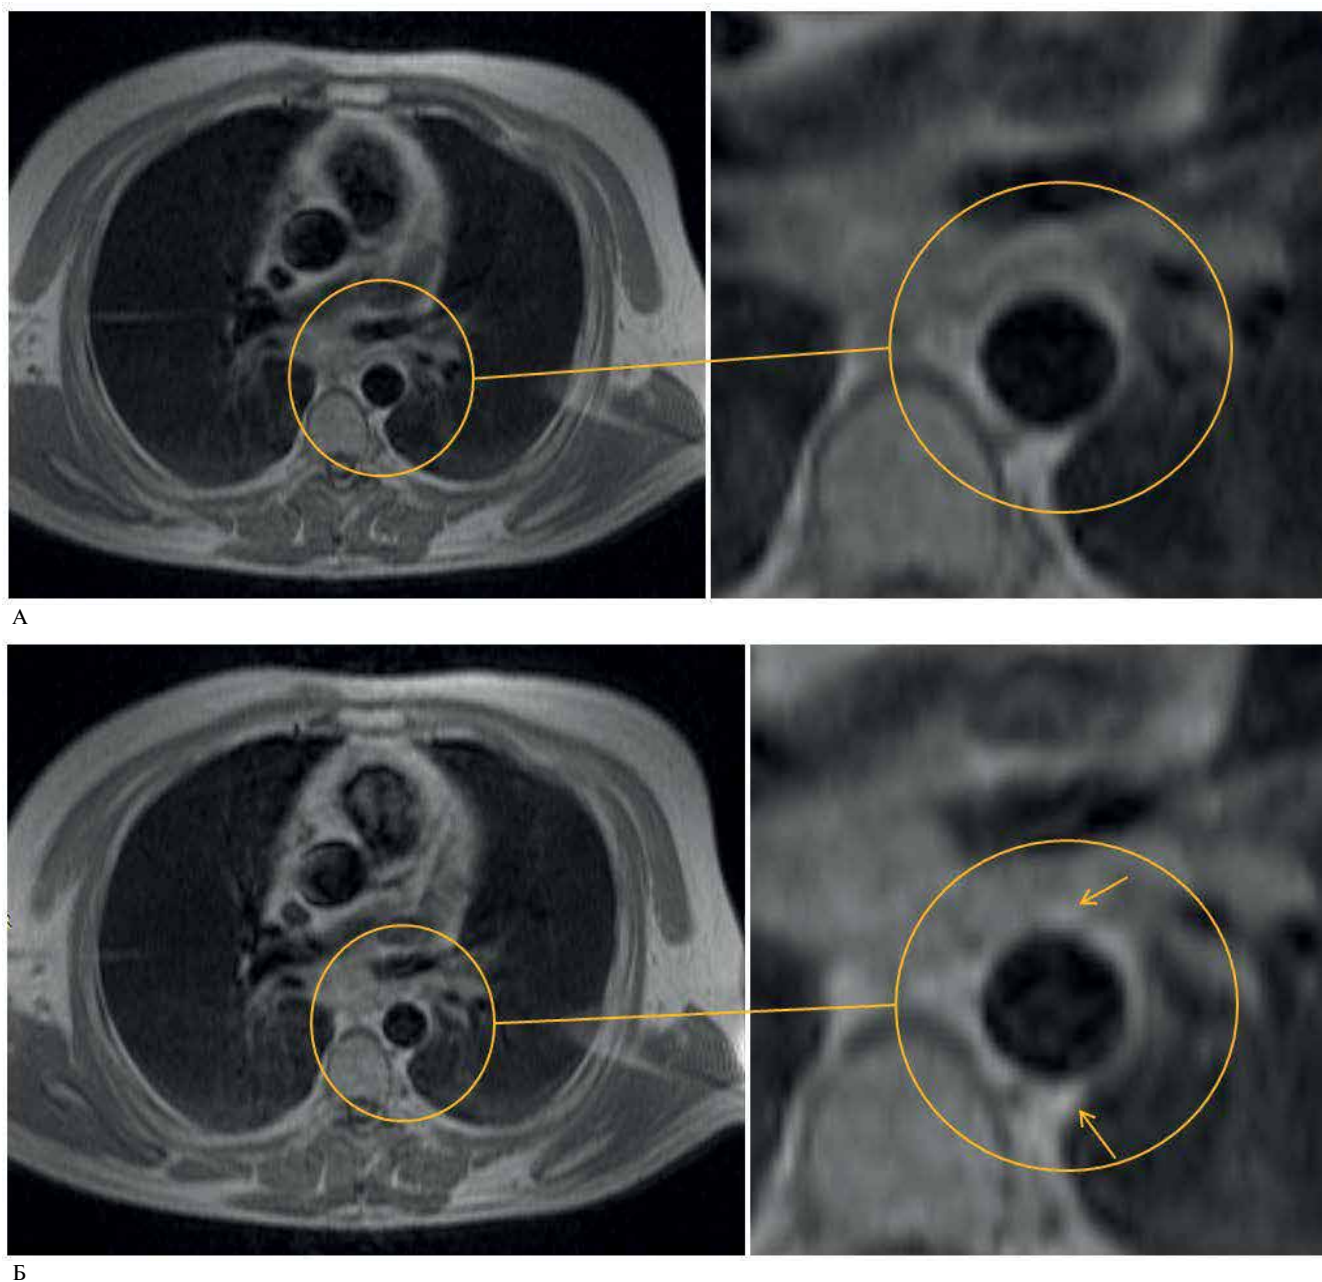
(А, Б). МРТ исследование сердца перед операцией (АКШ и пластика по Дору) у пациента, перенесшего острый инфаркт миокарда (область аорты, группа 3). Примечание: А — исходное T1-взвешенное изображение, Б — T1-взвешенное изображение после парамагнитного контрастного усиления. Стрелками указано накопление контраста парамагнетика в стенке аорты. ИУ=1,21, диаметр аорты — 2,56 см, толщина стенки аорты — 3,61 мм.
